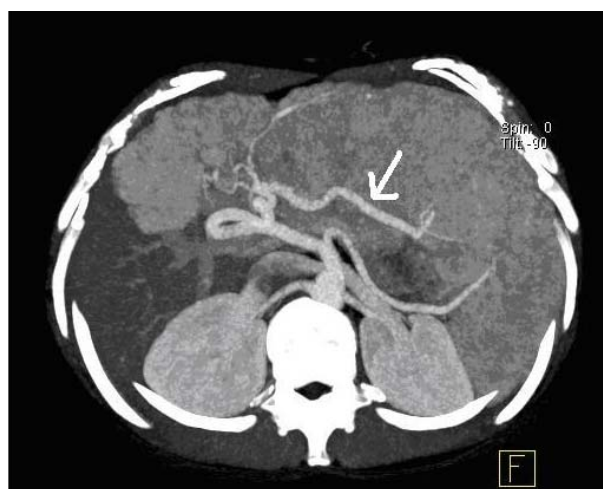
TC fegato. L'arteria epatica media presenta ramo sinistro ipertrofico (→) e ramo destro non apprezzabile.
